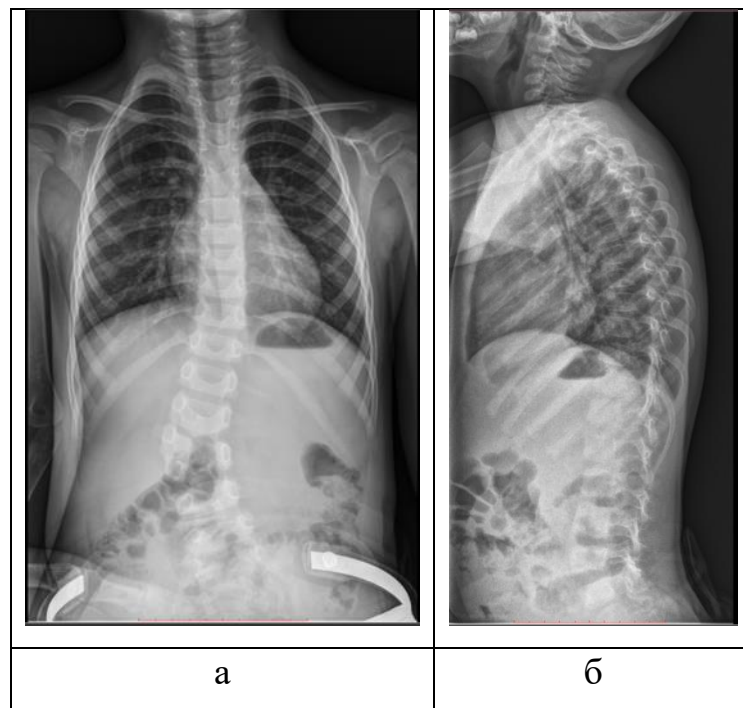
Рентгенограммы позвоночника пациента Г., 3 года 3 месяца перед операцией: а – прямая проекция, б – боковая проекция
